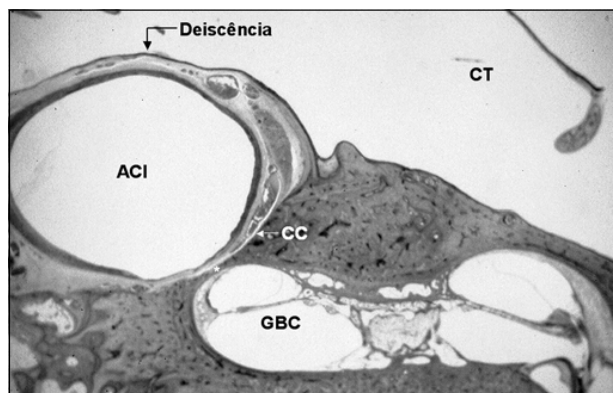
Corte histológico do osso temporal mostrando uma grande deiscência do canal carótico na cavidade timpânica. Ausência total da parede carótico-timpânica entre a artéria carótida interna (ACI) e a cavidade timpânica (CT).
